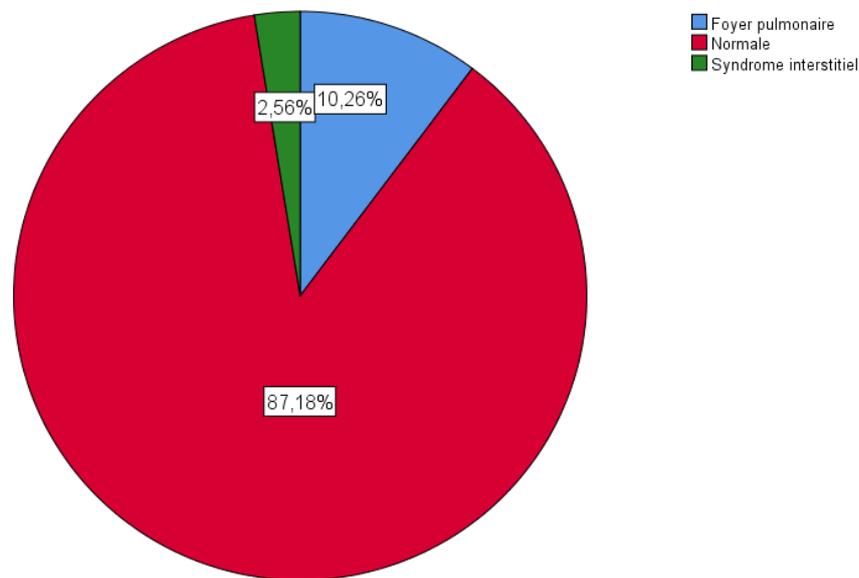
Les résultats de la radiographie pulmonaire
